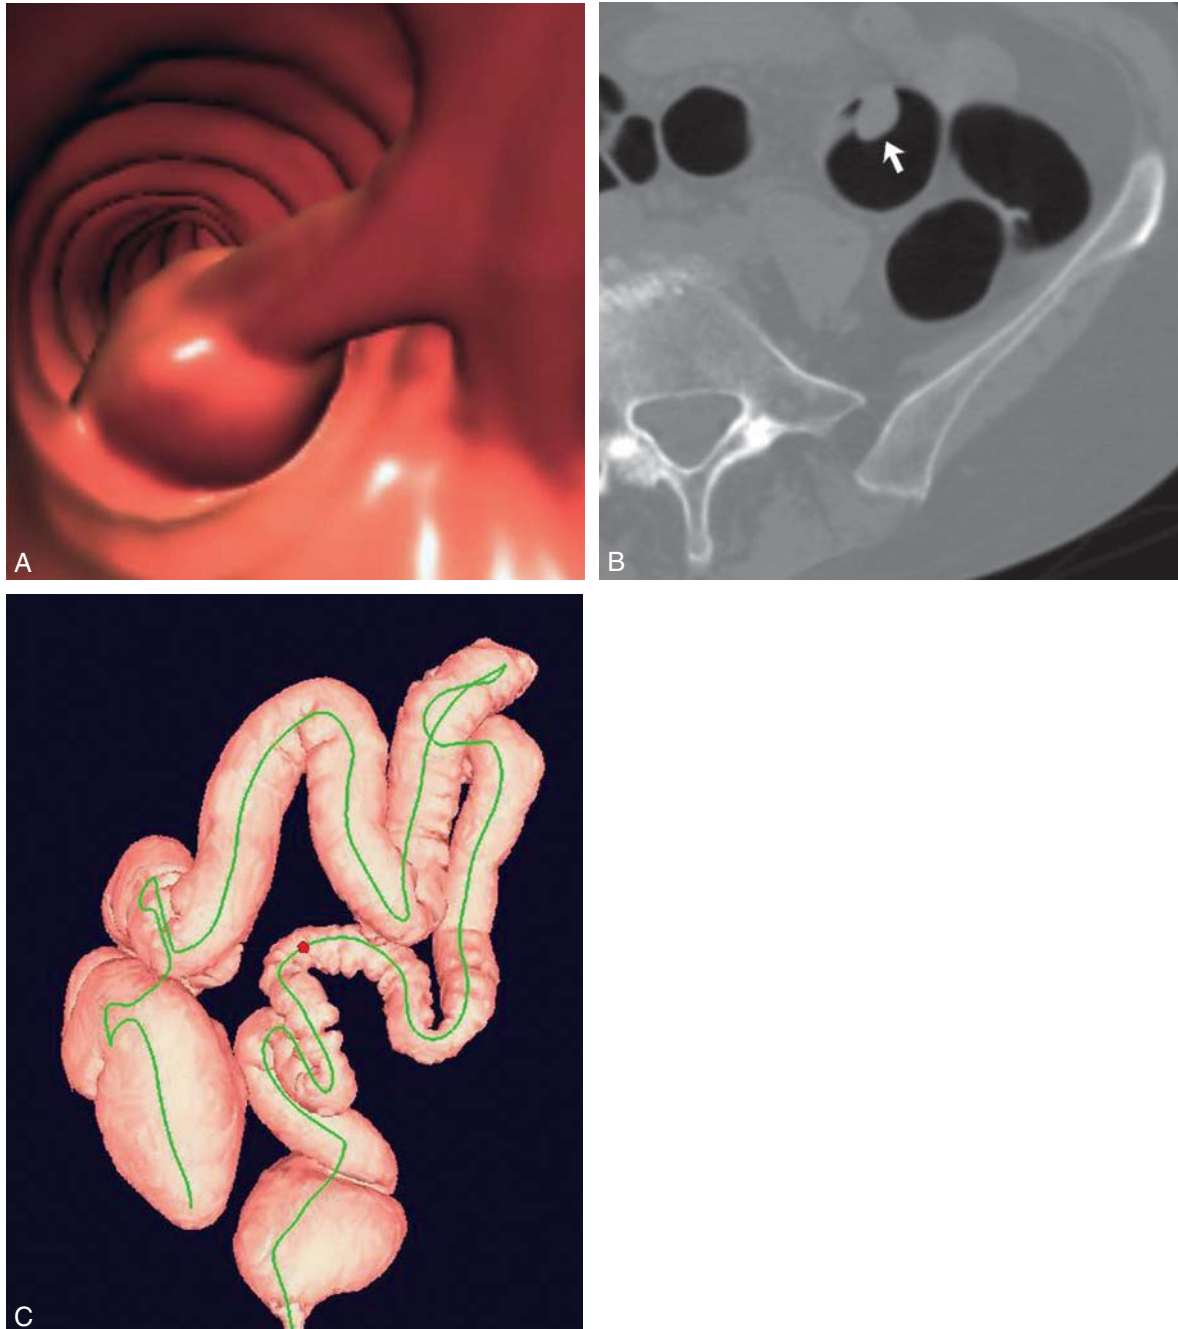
Polype pédiculé (adénome tubulovilleux) en coloscopie virtuelle (colonographie colique par TDM). A. L'image endoluminale en trois dimensions montre un polype volumineux pédiculé proéminent. Cet aspect ressemble à une coloscopie conventionnelle et permet une détection fiable de ce type de lésion. B. Une image transversale en deux dimensions précise que le polype est composé de tissu mou (flèche). C. La cartographie colique obtenue lors de la coloscopie virtuelle permet de localiser le polype (point rouge sur le sigmoïde). La ligne verte représente le repère médian de navigation automatique.
